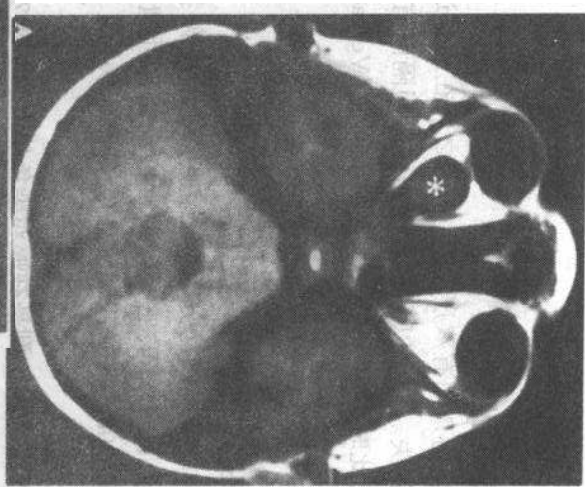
神经纤维瘤病 I 型的视神经胶质瘤。MRI 横断面 T1 加权像平扫(A)和增强扫描(B),平扫即显示右侧视神经呈梭形增粗(*)。放大横断面像(B 脂肪抑制序列增强扫描)显示眶内脂肪被抑制掉,强化的病灶显示更为清晰
